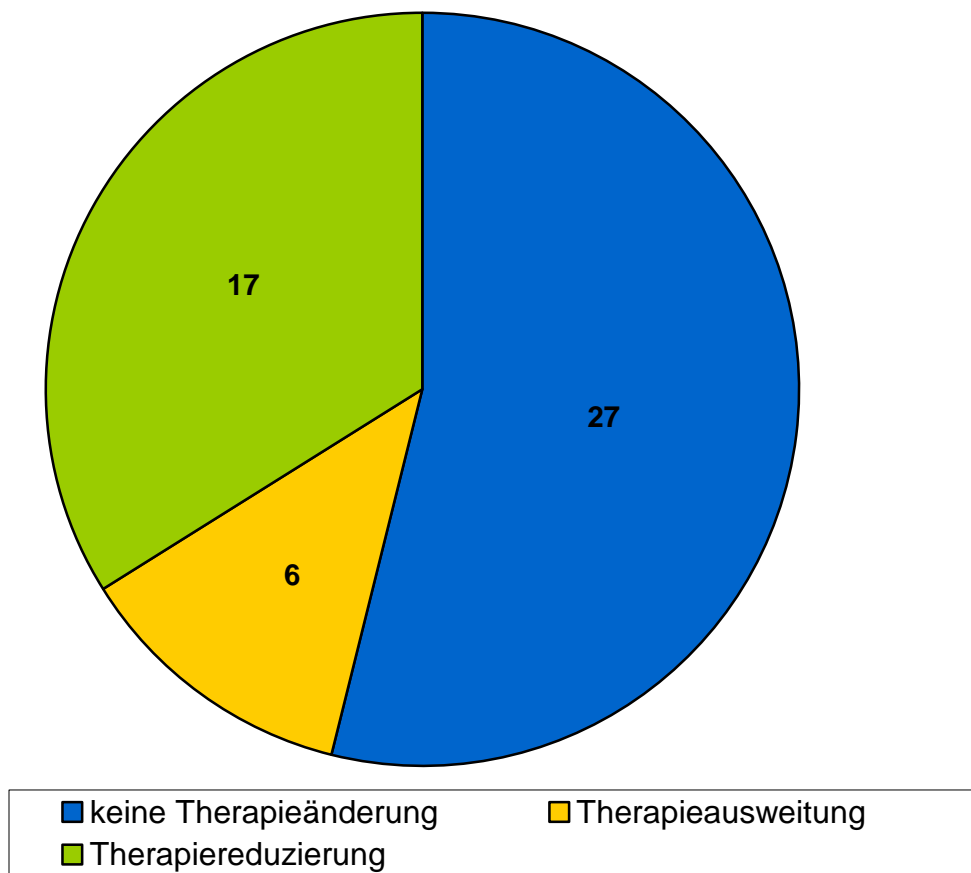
Änderung des therapeutischen Vorgehens nach Ergebnis der MRT. In den Kreissektoren sind die Absolutwerte aufgetragen.
